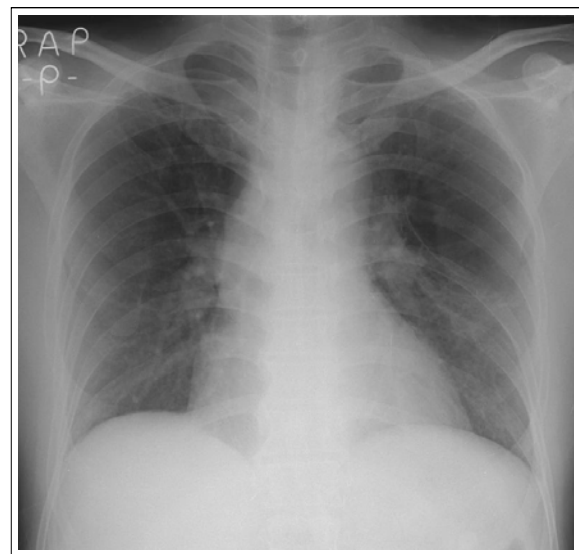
On discharge, the chest radiography shows nearly improved consolidations in the both lung. There are fibrotic changes in the right upper lung field and bullous emphysema in the left middle lung field.
